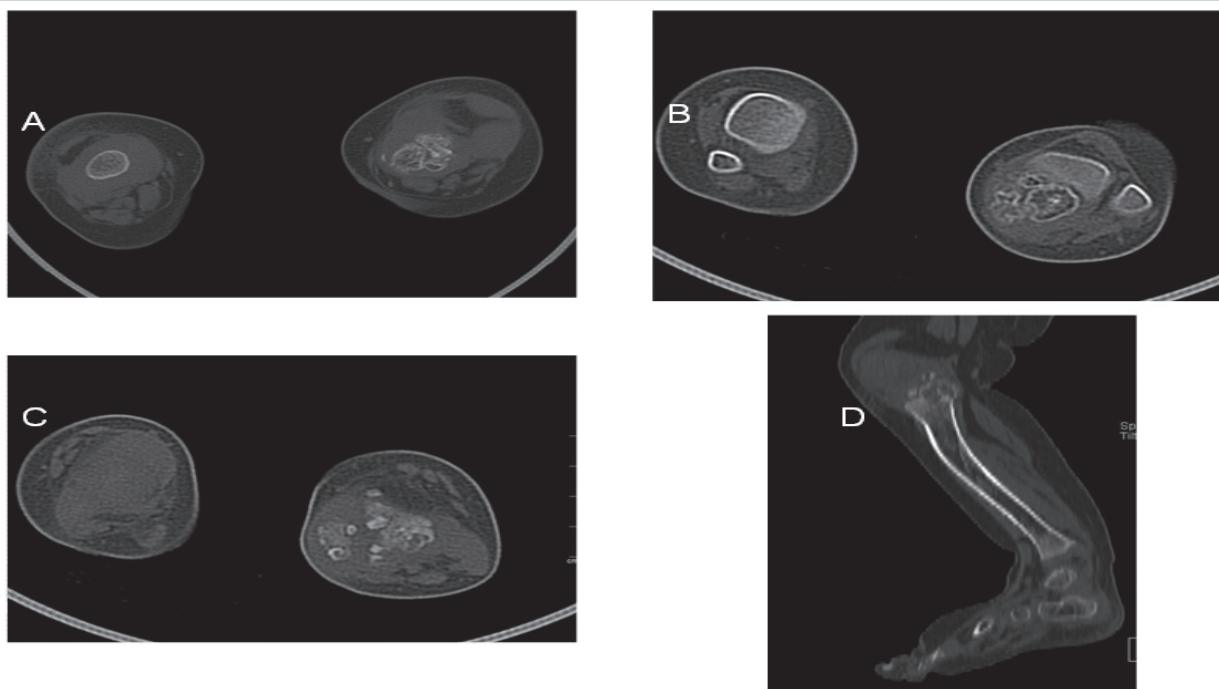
Tomografía (A) epífisis tibial proximal (B,C) epífisis tibial distal. Es obvia la multiplicidad de diferentes centros de osificación irregulares, separados de la epífisis principal, que tienden a aglomerarse y formar una sola masa ósea, ubicándose principalmente en la mitad medial del hueso. (D) Imagen sagital de pierna izquierda donde se observa compromiso de la epífisis tibial proximal y de los huesos del pie.
